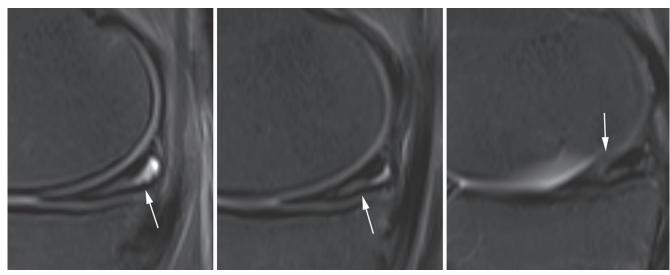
Trois coupes IRM successives en T2 : fissure méniscale de grade III. L'hypersignal linéaire est intense de type liquidien et présent sur trois coupes adjacentes.
